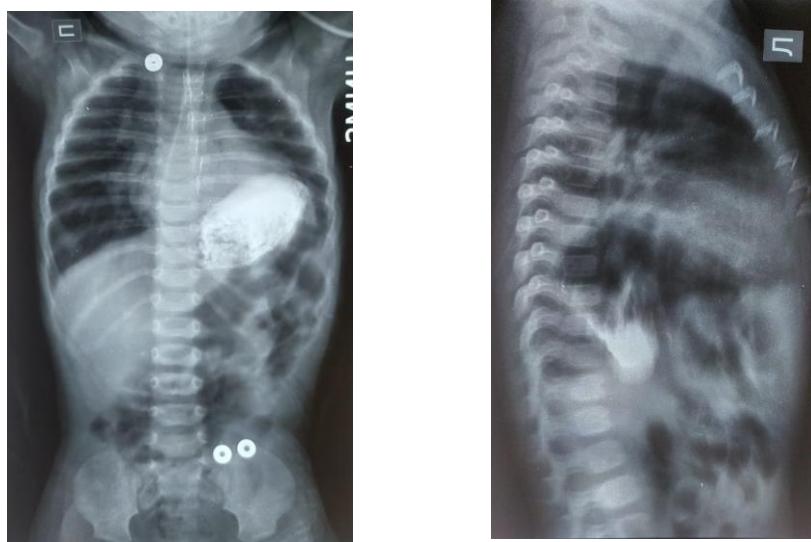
Рентгенограмма желудочно-кишечного тракта с контрастированием в прямой и боковой проекции.
